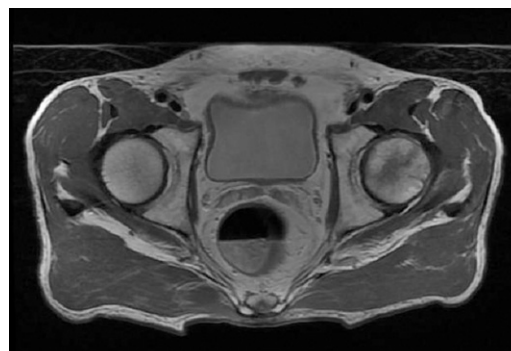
Lt Hip MRI image (Axial view).
